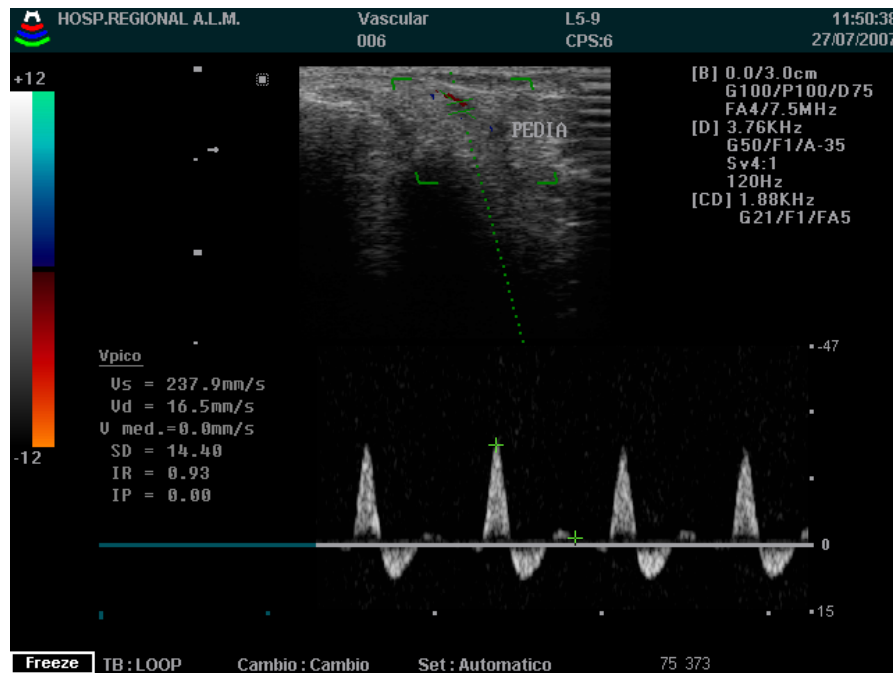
Imagen doppler color de arteria pedia
